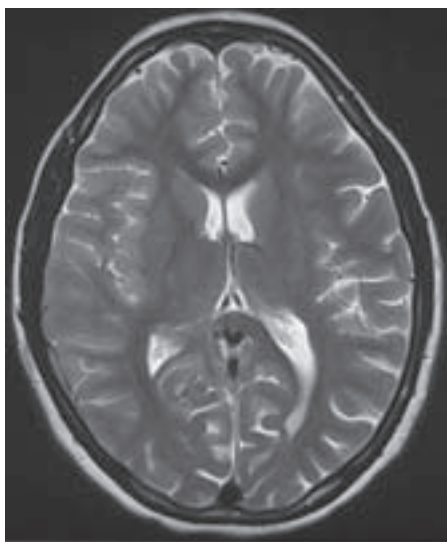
Magnetska rezonancija mozga prikazuje desno temporalno restrikciju difuzije na ADC sekvenciji
